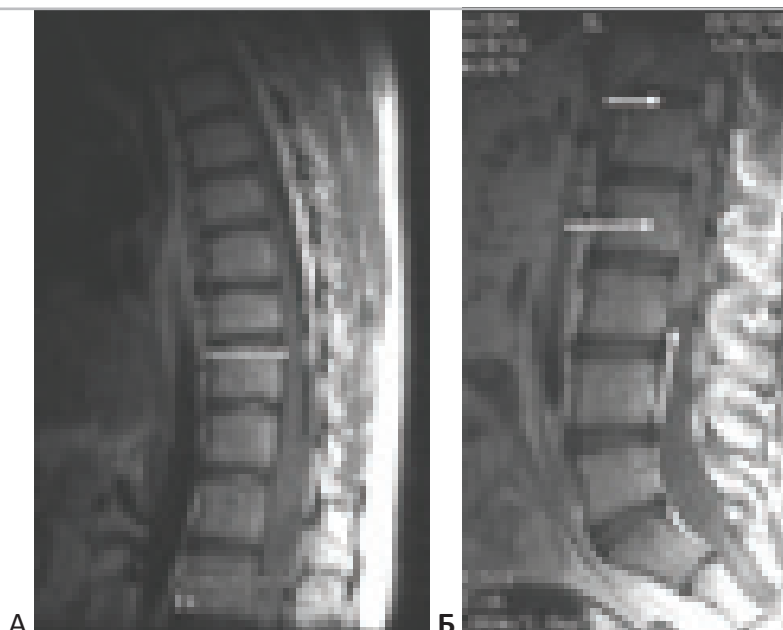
Множественные метастатические опухоли позвоночного канала на уровне Th10-L3 позвонков и в каудальном отделе, на уровне крестца. Интрадуральные метастазы хордомы. “А” – МРТ-изображения грудного отдела позвоночника. “Б” – МРТ-изображения поясничного отдела позвоночника. Больной В- в 19 лет.
